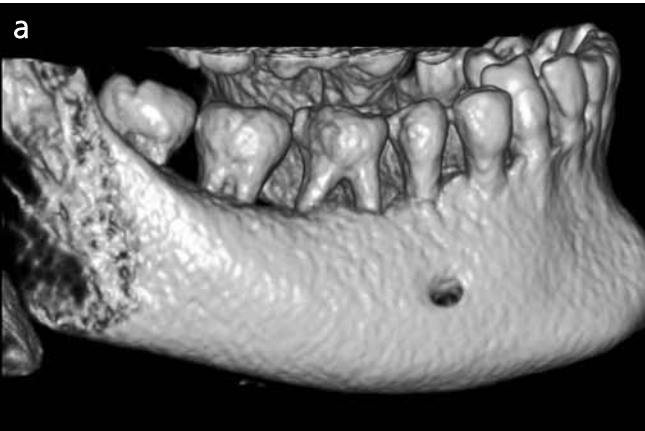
Трехмерная реконструкция конусно-лучевого компьютерного томографического изображения нижней челюсти. А — деструкция стенок альвеол и межальвеолярных перегородок у зубов 4.2, 4.3 на 1/3, у зубов 4.4, 4.5, 4.7 на 1/2, у зуба 4.6 на 3/4 высоты корней. Б — краевая деструкция наружной стенки альвеолы у дистального корня зуба 3.7.
